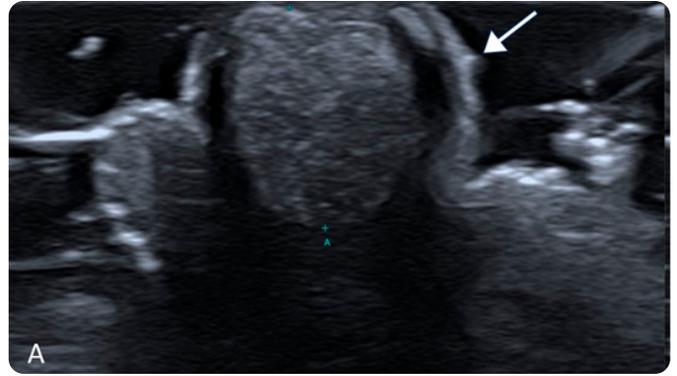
a) Imagen transversal en escala de grises del escroto que muestra un nódulo sólido hiperecogénico (flecha blanca), con sombra acústica posterior. b) Imagen transversal del mismo nódulo, avascular al modo Doppler color.
